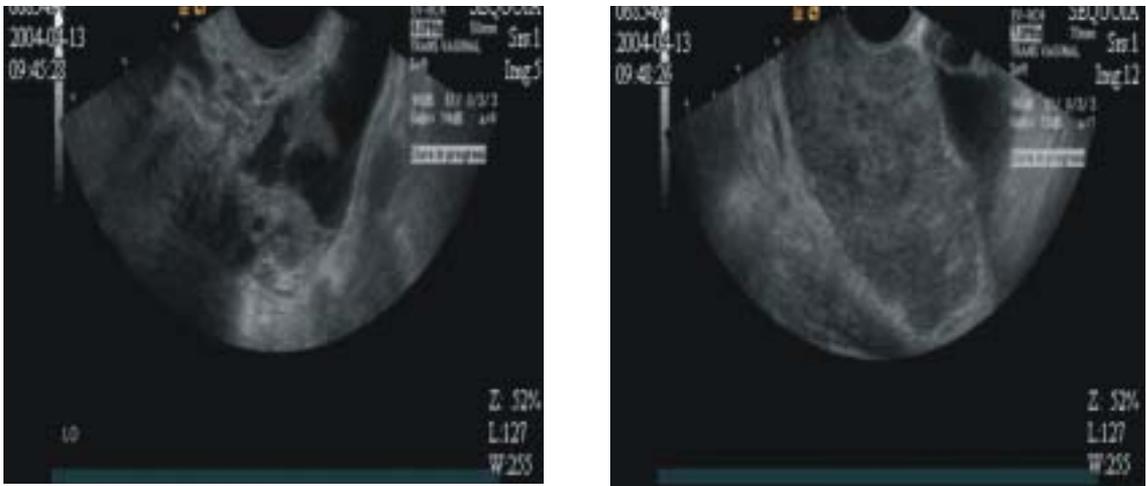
Sonography finding of primary tubal cancer (transitional cell carcinoma). There is no definite evidence of mass lesion of both ovaries and uterus. A solid mass and cystic lesion in the right cul-de-sac, along with multiple peritoneal mass lesions (not shown) suggests serous surface papillary cystadenocarcinoma of ovary, or serous papillary cystadenocarcinoma of the peritoneum. The uterus and both ovaries are observed to be normal.
